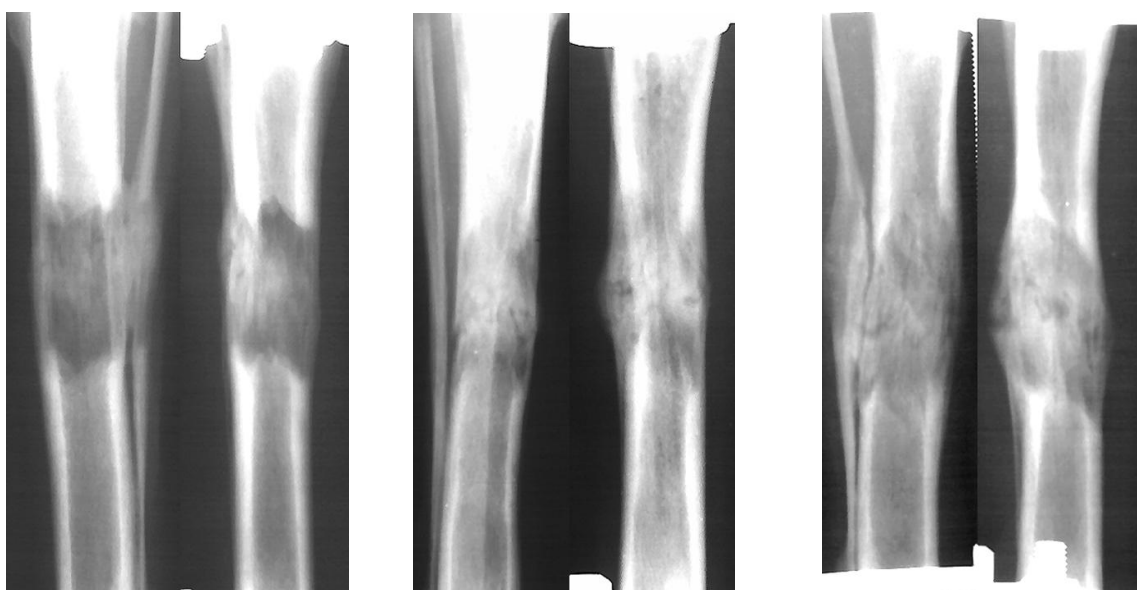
Рентгенограммы дистракционного регенерата через 30 дней фиксации после удлинении конечности автодистракторами в течение дня.
